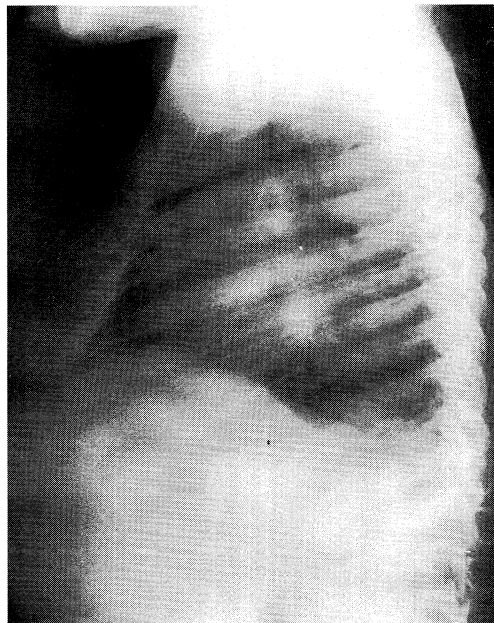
Lateral roentgenogram of the chest one month after surgery demonstrates no sternal depression.
